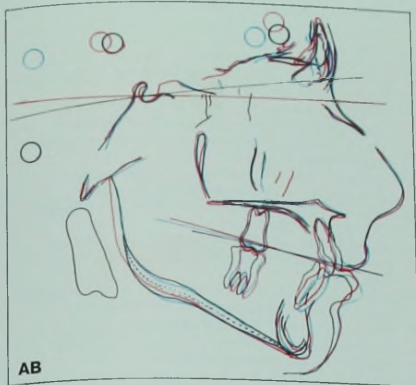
(продолжение) АВ. ТЗ (красный цвет) – через 6 мес. после применения TFBC. Обратите внимание на устранение протрузии нижних резцов.
